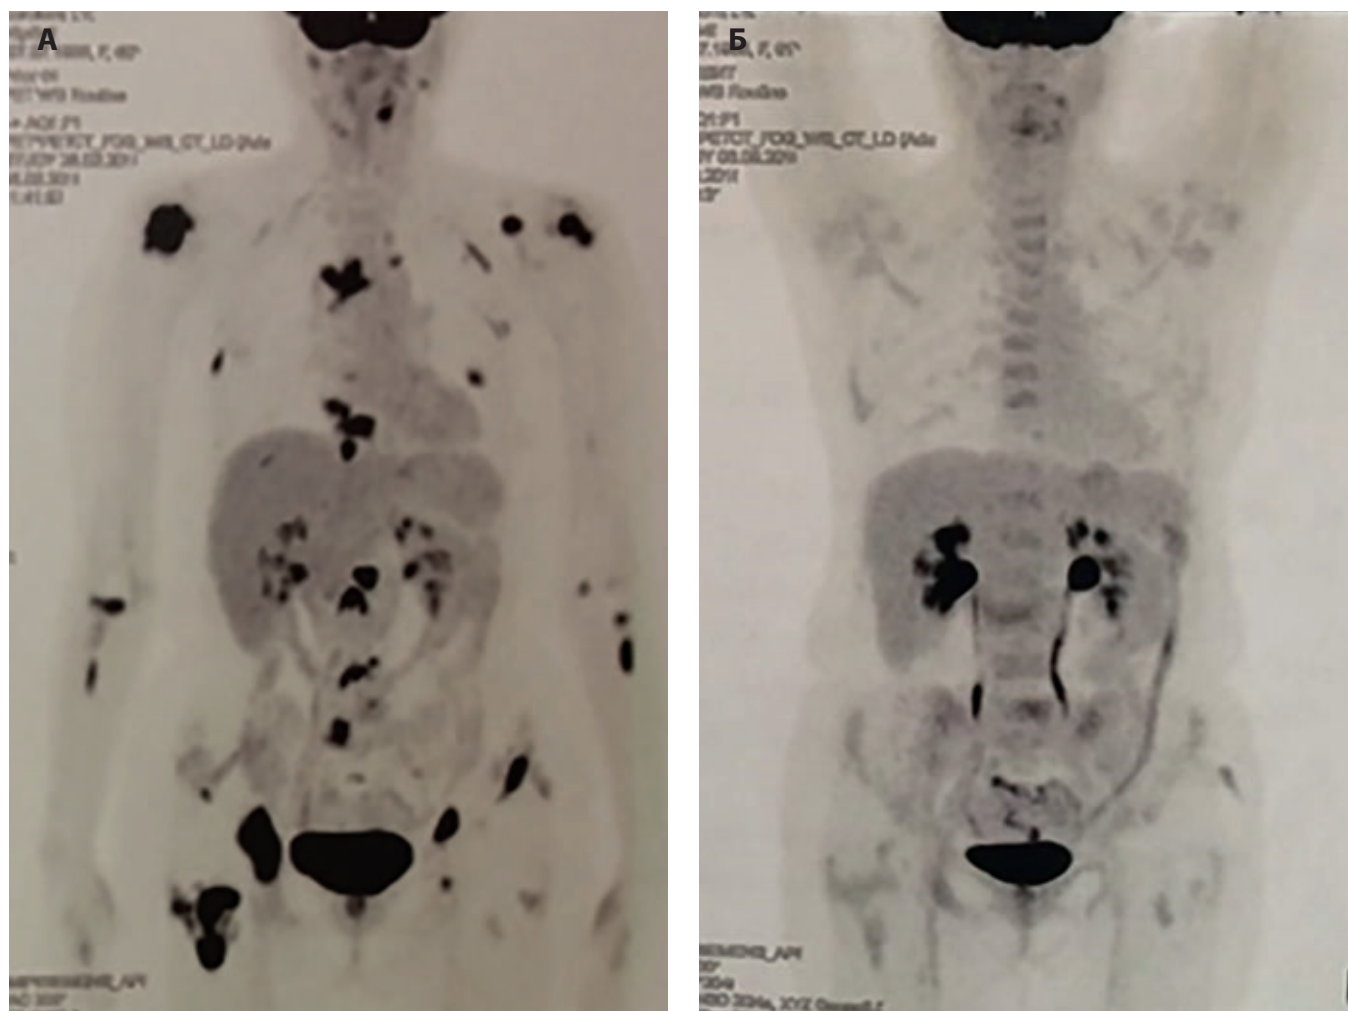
Клиническое наблюдение 1. ПЭТ всего тела (А) до иммунохимиотерапии и (Б) через 1 мес. после ее окончания:
